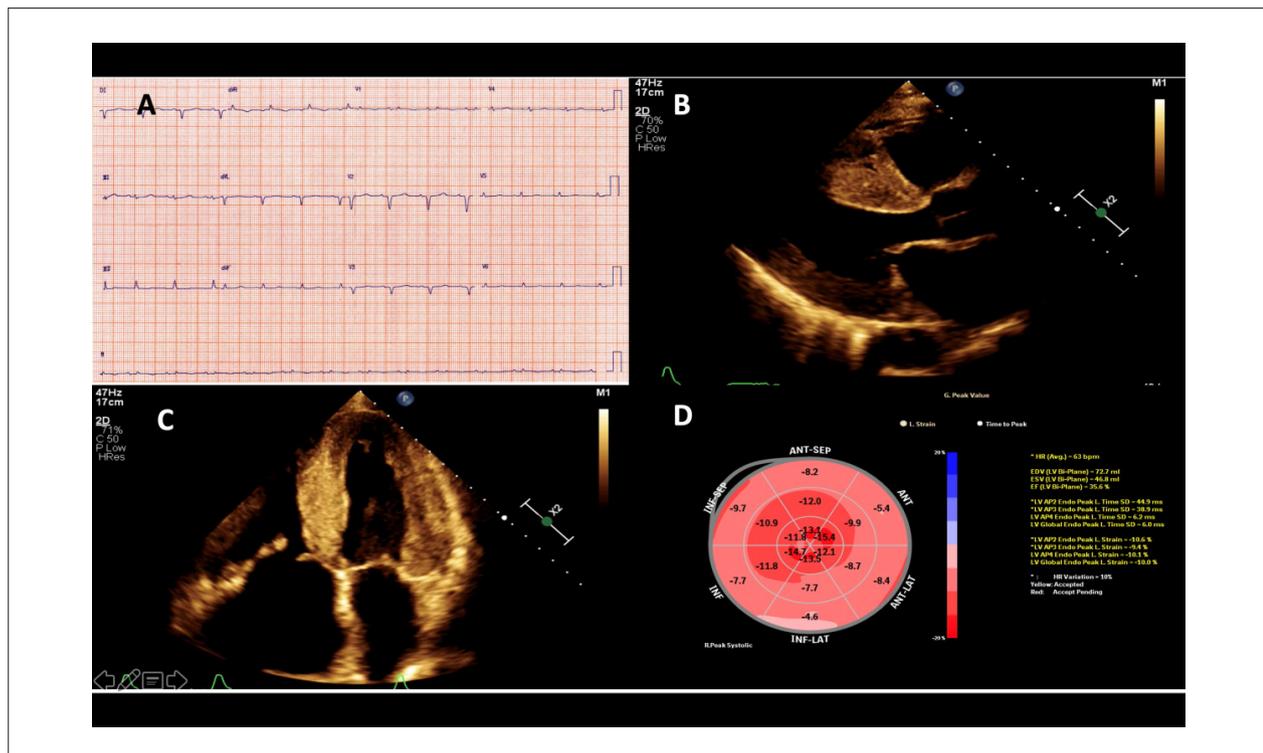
Imagem ilustrativa mostra eletrocardiograma (A) com baixa voltagem do QRS. Ecocardiograma transtorácico demonstra através do plano paraesternal eixo longo (B) e apical 4 câmaras (C) aumento da espessura miocárdica com aspecto granuloso e brilhante, espessamento das cúspides das valvas atrioventriculares e dilatação importante de ambos os átrios. Na representação paramétrica do strain sistólico longitudinal (D) observa-se redução do strain longitudinal global com padrão característico de apical sparing (imagens do arquivo pessoal dos autores).
